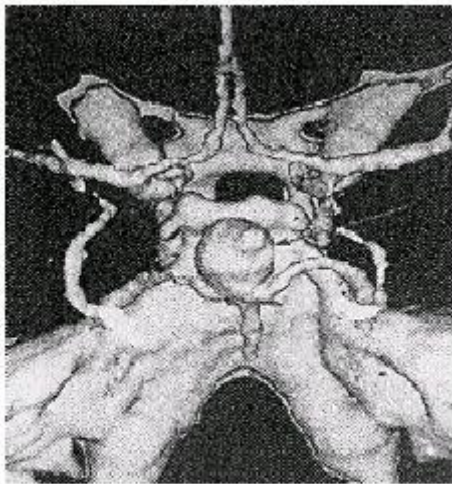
КТ ангиография - мешотчатая аневризма развилки основной артерии
